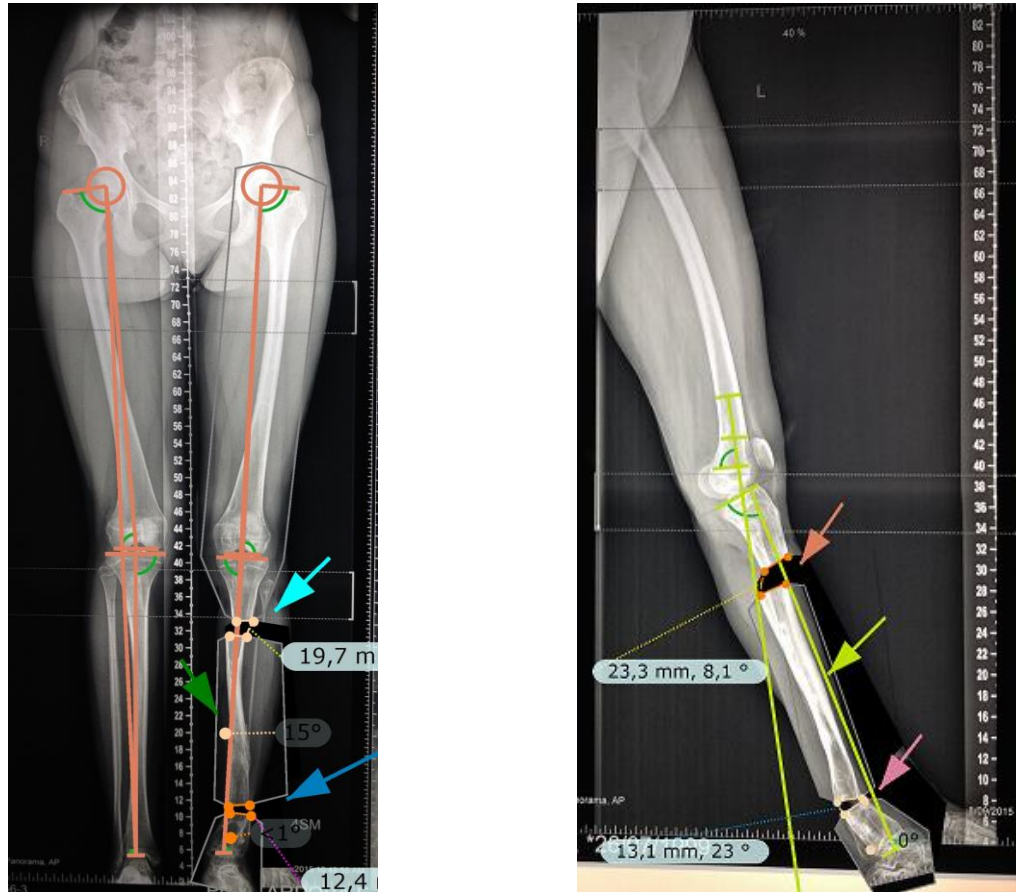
Рентгенограммы нижних конечностей с выполненными остеотомиями вне зоны бывшего псевдоартроза у пациента с консолидированным ВЛСКГ.
